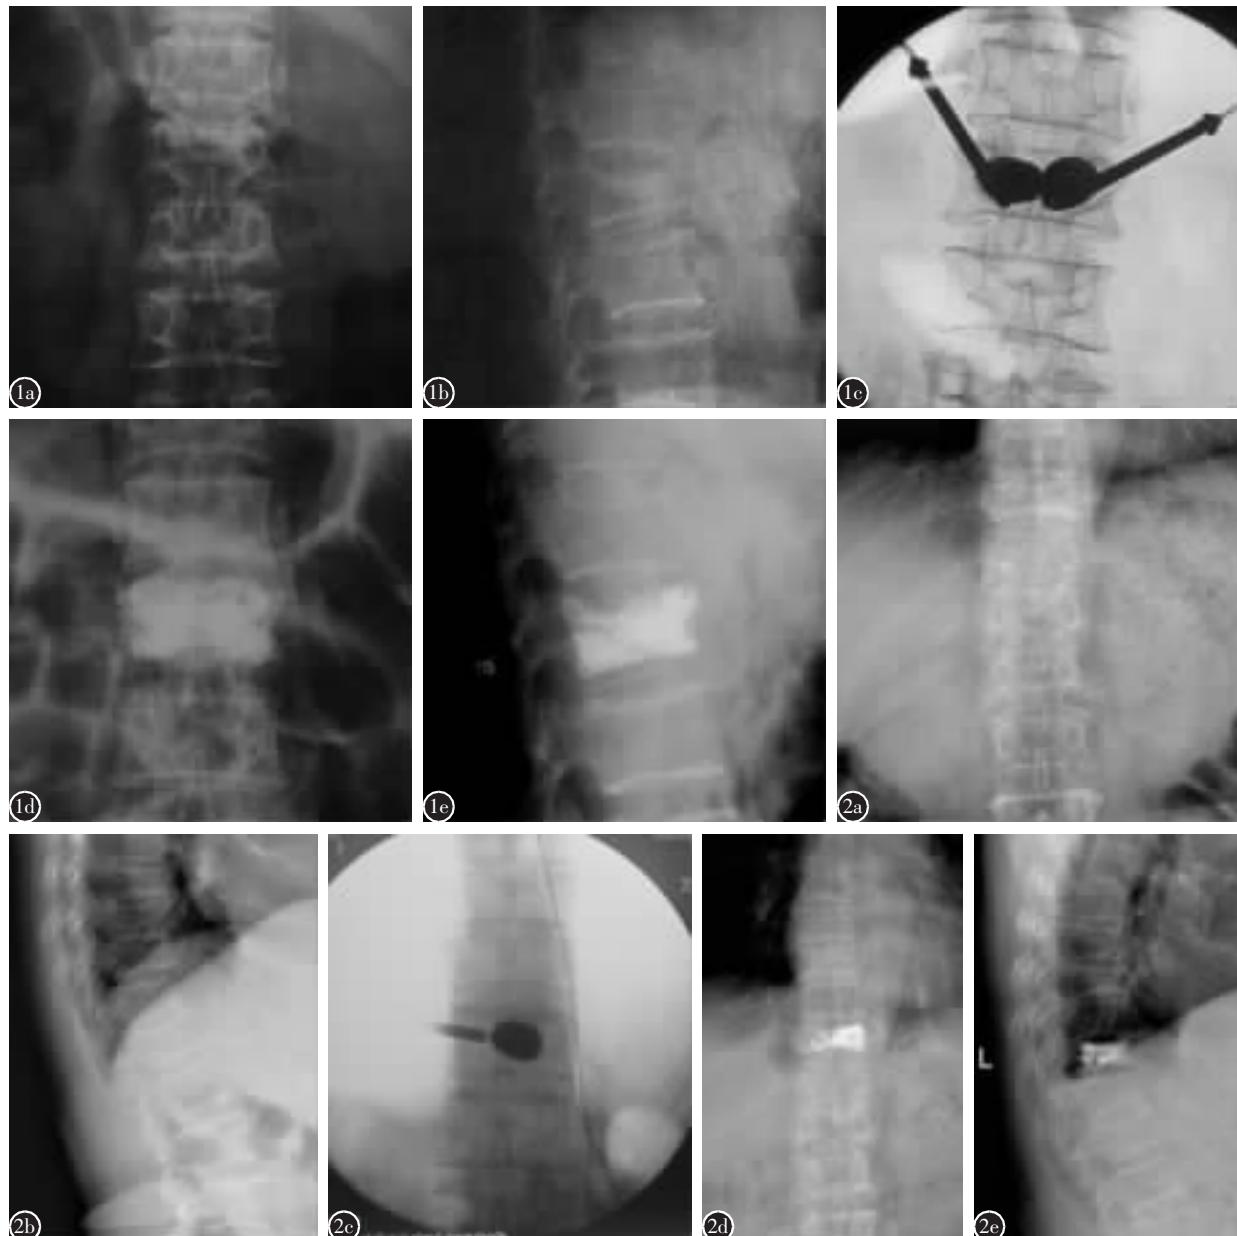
患者女性,74岁,腰背痛3个月 a、b 术前正侧位X线片示L1椎体压缩骨折 c 行双侧球囊扩张椎体后凸成形术,术中X线透视示球囊位于椎体中线两侧 d、e 术后18个月时正侧位X线片显示椎体中线两侧骨水泥分布均匀 图2 患者女,68岁,腰背部疼痛3月余 a、b 术前正侧位X线片示T11椎体压缩骨折 c 行单侧球囊扩张椎体后凸成形术,术中X线透视示球囊越过椎体中线 d、e 术后12个月时正侧位X线片显示骨水泥分布越过椎体中线
